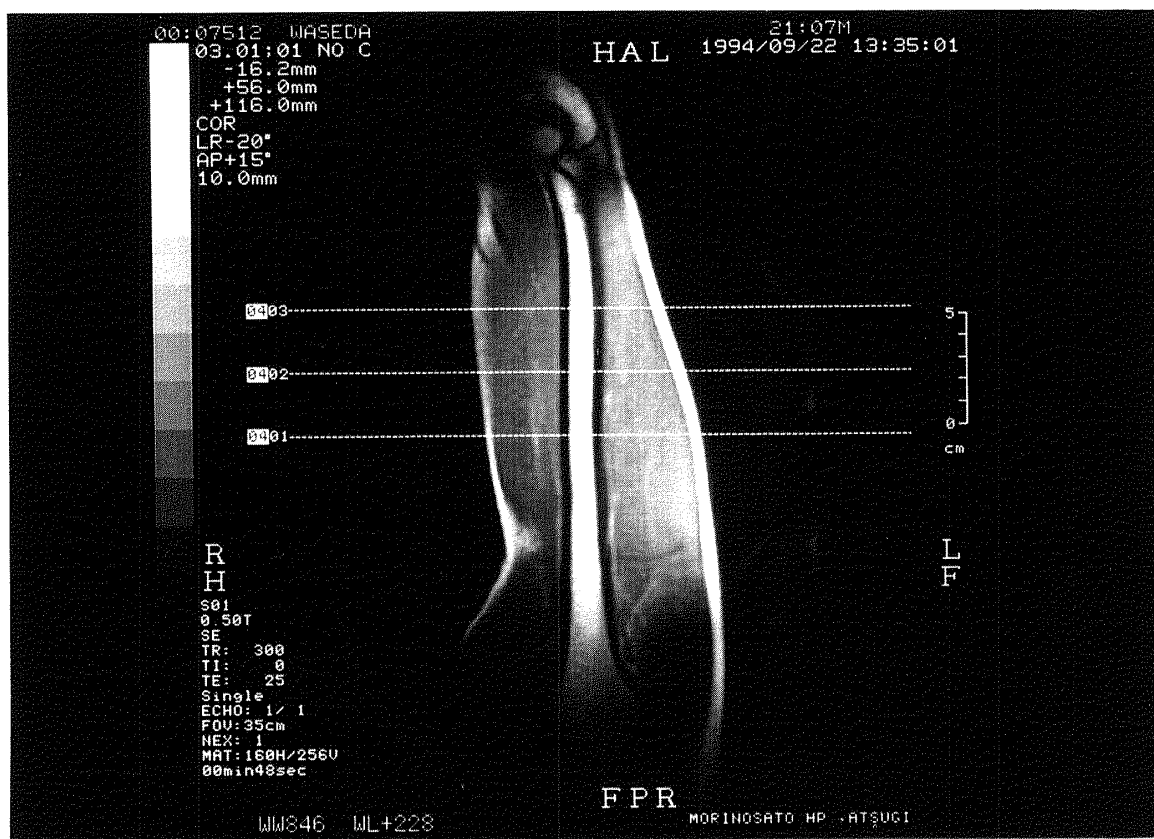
Nuclear magnetic resonance imaging scan of the upper-arm. This image is coronal planes, showing positions of the cross-sectional area measurement. 50, 60 and 70% HL show three fraction of humerus length.
